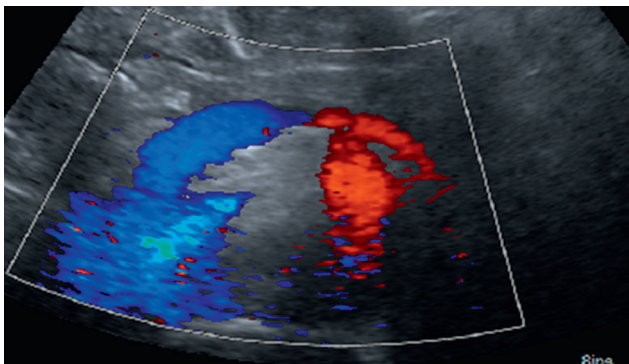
Confluent splénomésentérique en coupe axiale en Doppler couleur se projetant en avant de l'artère mésentérique supérieure avec, en rouge, l'arrivée de la veine splénique et, en bleu, le tronc splénomésaraïque.
